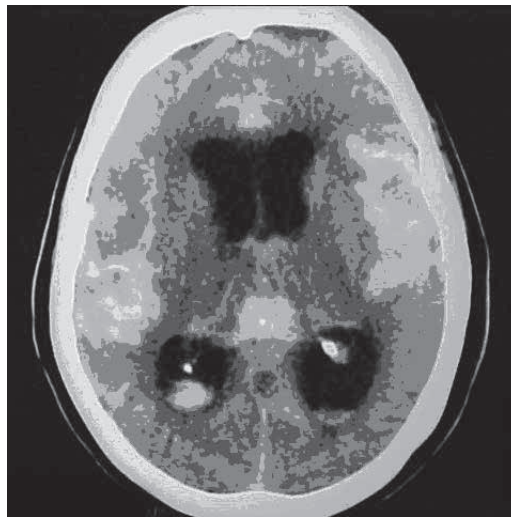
TC correspondiente a Grado IV de Fisher: sangre intraparenquimatosa e intraventricular, obsérvese la cantidad de sangre en capas verticales mayor a 1 mm
